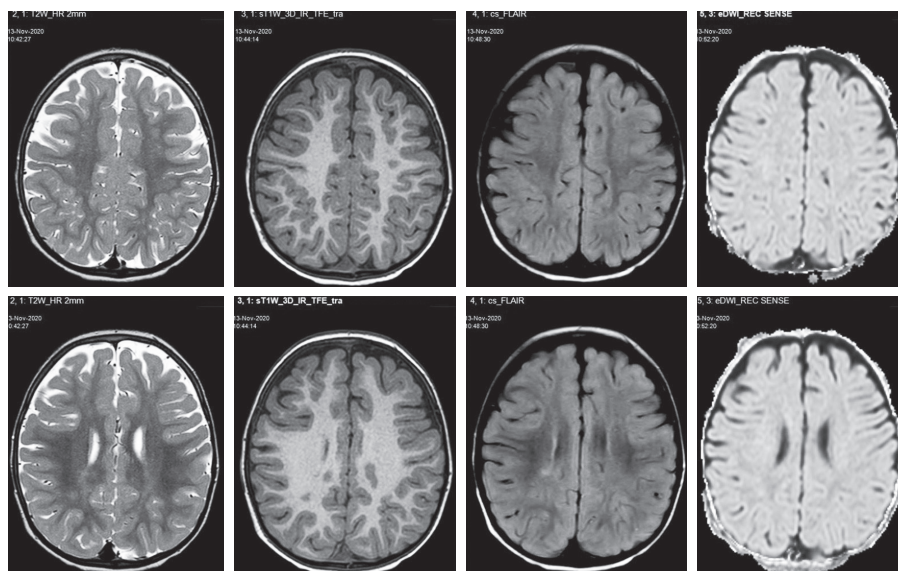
МРТ головного мозга 1,5 Тс пациента (режимы T2W, T1W, FLAIR, DWI): умеренно выраженный перивентрикулярный глиоз
